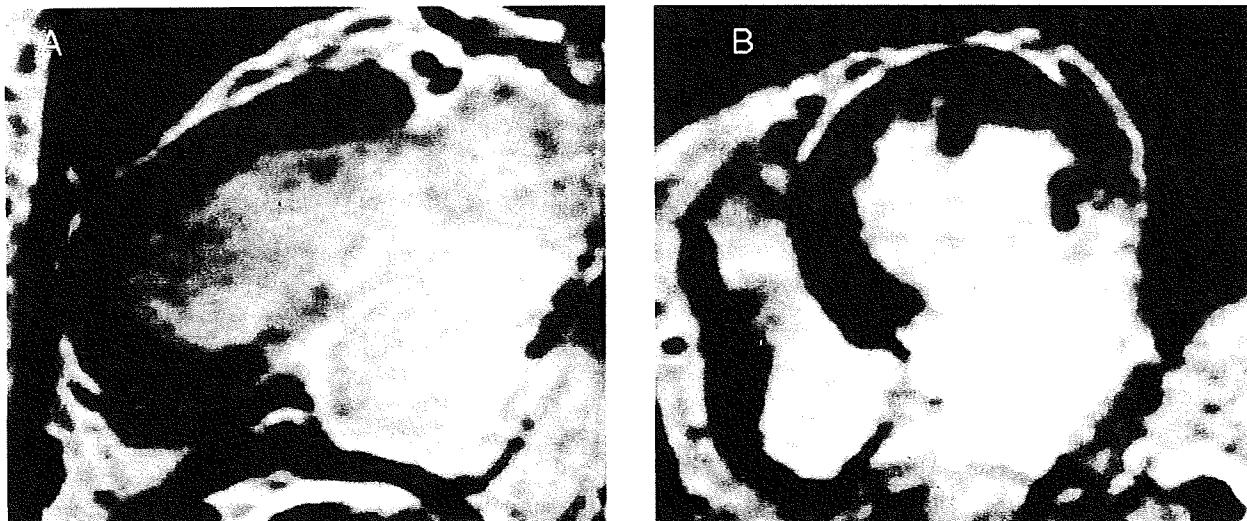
DE-MRI demonstrating a complete transmural myocardial defect in the inferior wall (A) long-axis image, (B) short-axis image; the aneurysmal wall is very thin and hyperenhanced; the other territories are not hyperenhanced at all.
